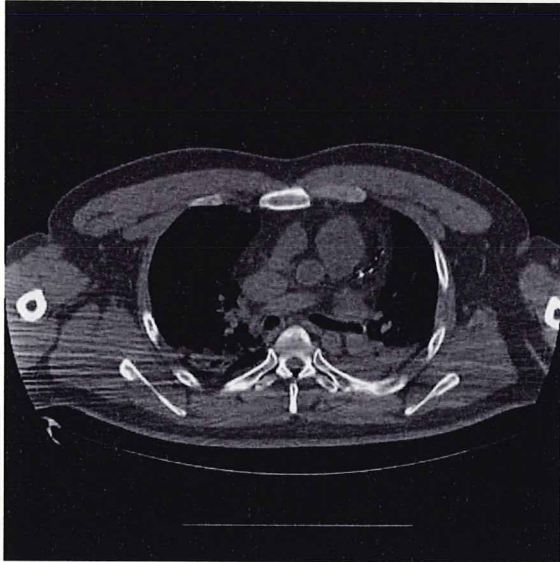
遺体のMRI画像(死後4時間)。冠動脈の高度の石灰化と狭窄が描出されている。両側の胸腔に液体の貯留が示唆されるが、実際には肺うっ血(死後の血液沈下も加味されている)であった。
